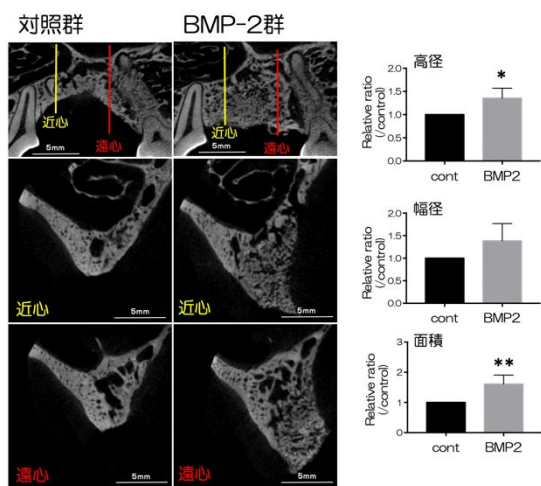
ソケットプリザベーション severe modelにおける移植8週後のmicro-CT解析および定量解析の結果を示す。
